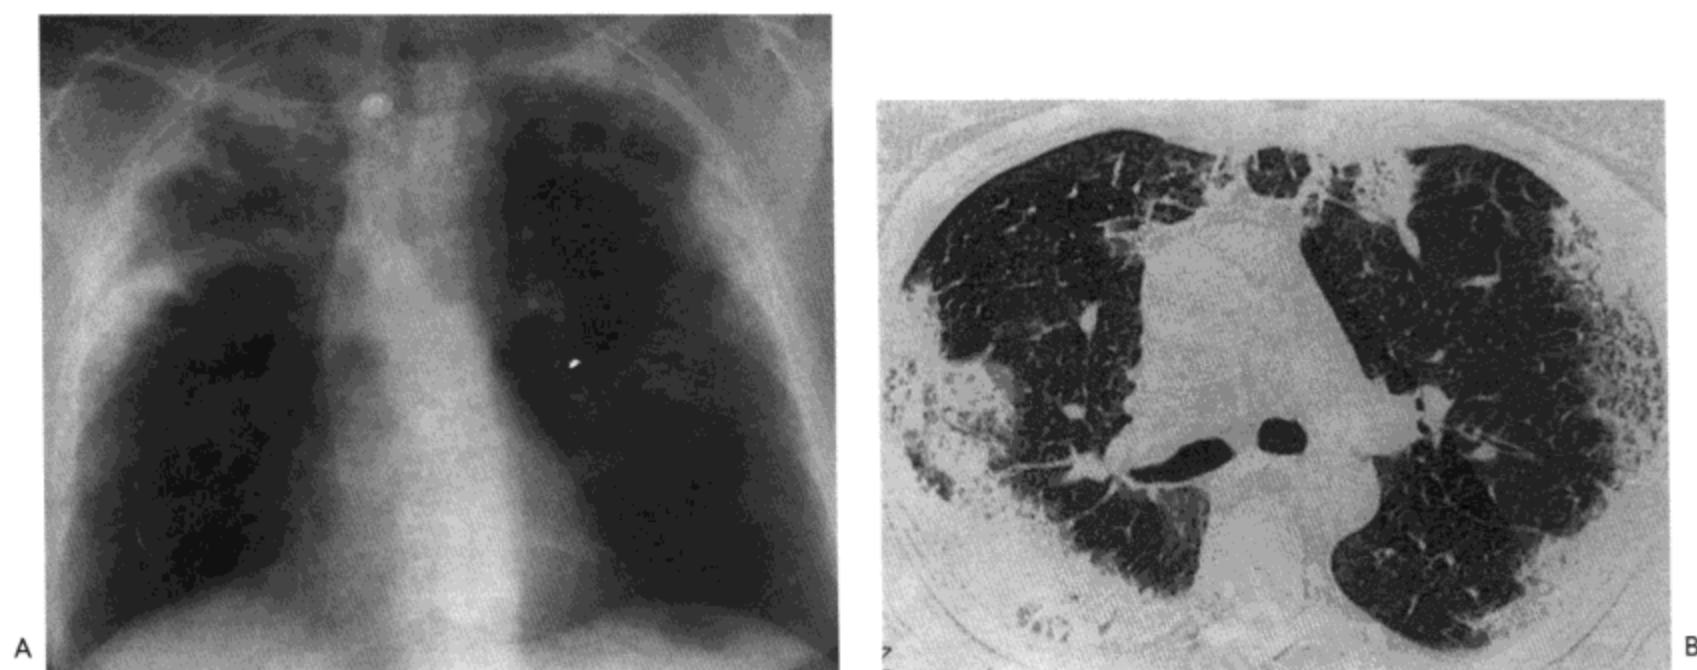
慢性嗜酸性细胞性肺炎。A: X线胸片示非节段性肺实变, 主要累及肺上叶的胸膜下区。B: 高分辨率CT影像示胸膜下实变与磨砂玻璃影 (感谢不列颠哥伦比亚, 温哥华, 萨里纪念医院的 Maura Brown 医生提供)。
